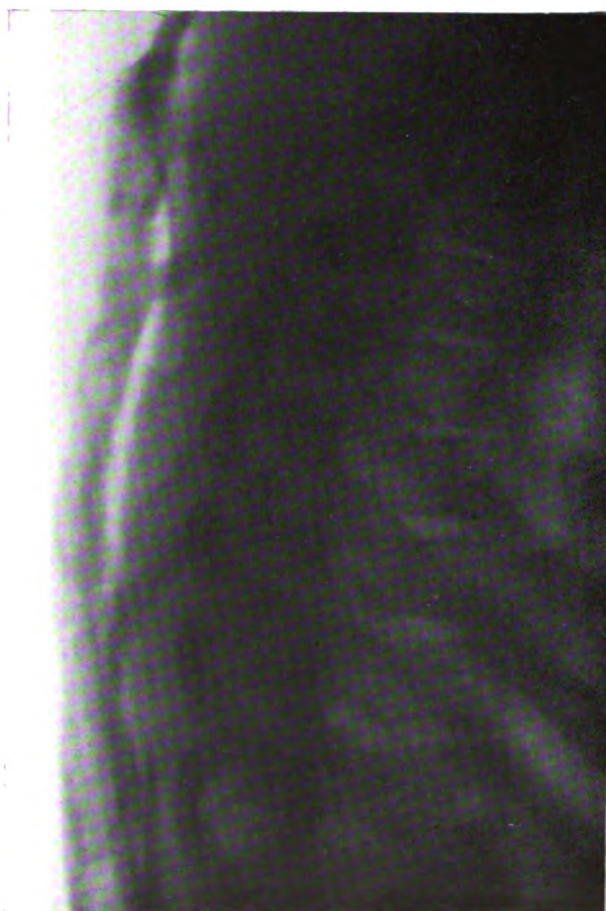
Radiographie latérale.
